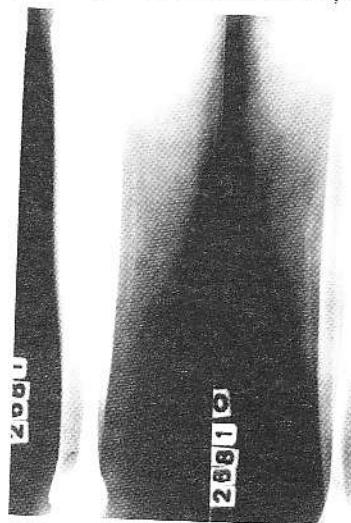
Radiografia gambelor, incidență laterală.
